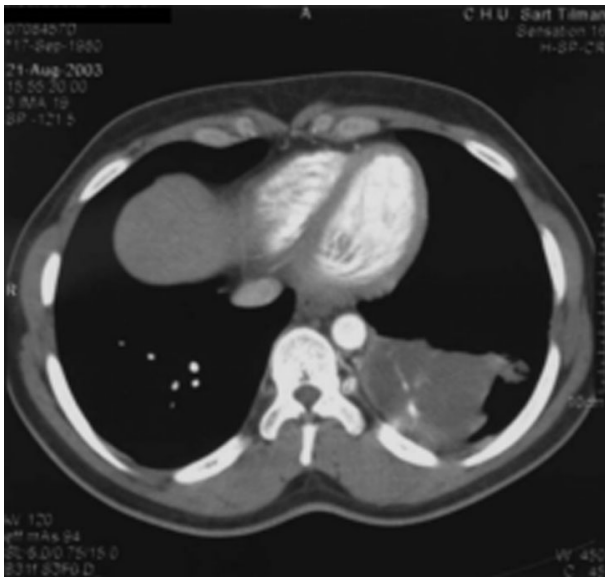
Présentation en CT scan coupe fine de la malformation.
